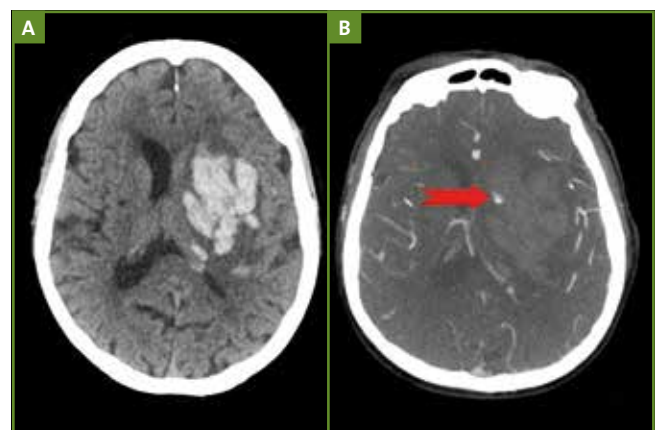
Spot sign*. L'examen TDM cérébrale SPC (A) montre un volumineux hématome profond capsulo-lenticulaire gauche. La TDM cérébrale après injection de produit de contraste (B) met en évidence une prise de contraste sur la partie interne de l'hématome (flèche rouge) correspondant à un *spot sign*.
